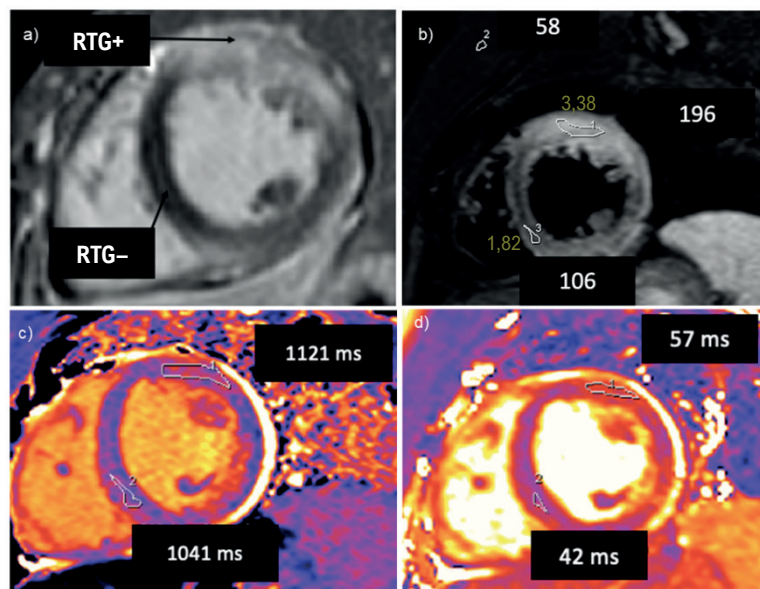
Relação entre diferentes métodos de imagem: a) RTG+ na parede anterolateral e RTG– no septo; b) relação T2 (3,38) mostra edema na parede anterolateral e valor normal (1,82) no septo; c) Mapa T1 acometido na parede anterolateral (1121 ms) e no septo (1041 ms); d) Mapa T2 acometido na parede anterolateral (57 ms) e normal no septo (42 ms). Realizado em MS PowerPoint. RTG: realce tardio com gadolínio.
